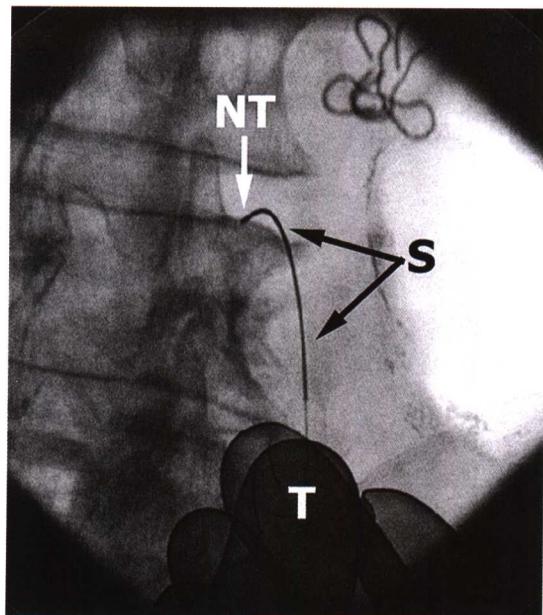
X线片显示弯针穿刺技术, 应用 22G 穿刺针进针行内侧神经支阻滞术。手术者戴铅质手套, 并外套无菌手套, 将穿刺针推进, 针尖 (NT) 抵达靶区。在穿刺过程中, 针体被弯曲, 以利于针尖向预期方向置入。手术者拇指 (T) 在推压针座。我们不提倡或不建议在穿刺过程中, 如图所示的手置于直接 X 线的投照中。
